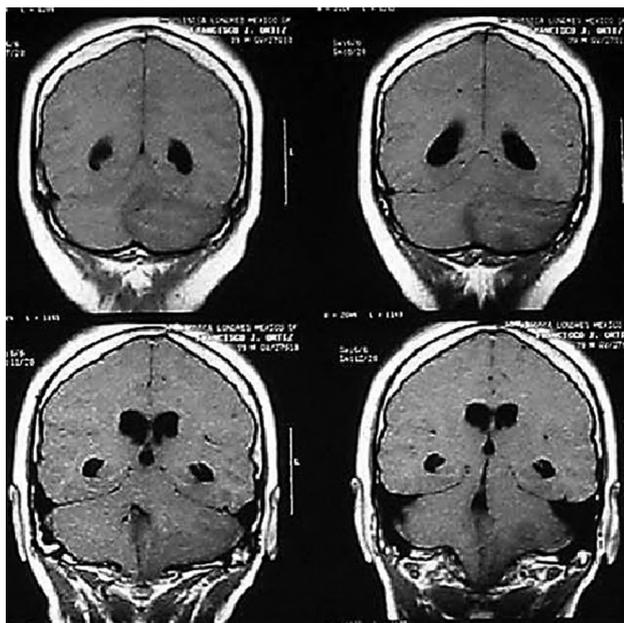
Resonancia magnética con datos de infarto cerebeloso izquierdo agudo.
